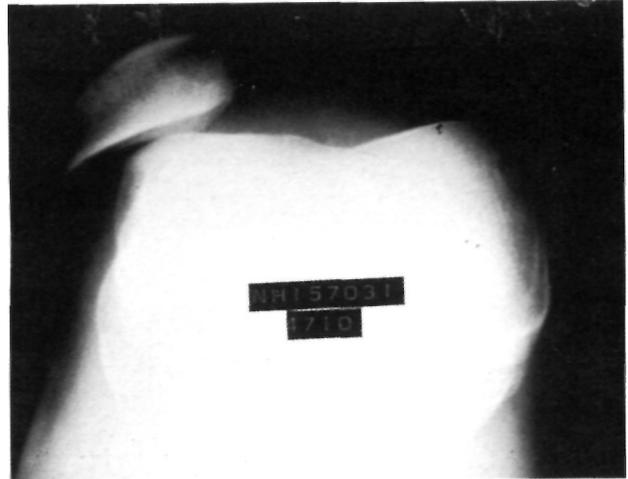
Radiografía axial donde se aprecia subluxación rotuliana.
